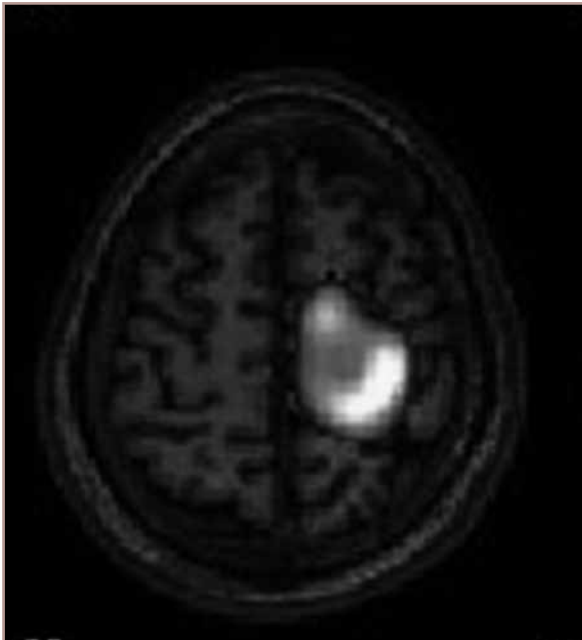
SISCOM (*Subtraction Ictal SPECT COregistered to MRI*) mostrando área de hiperfluxo frontal esquerda em paciente com crises focais motoras sem claro correlato eletrográfico, mas com área suspeita para displasia na mesma topografia.
